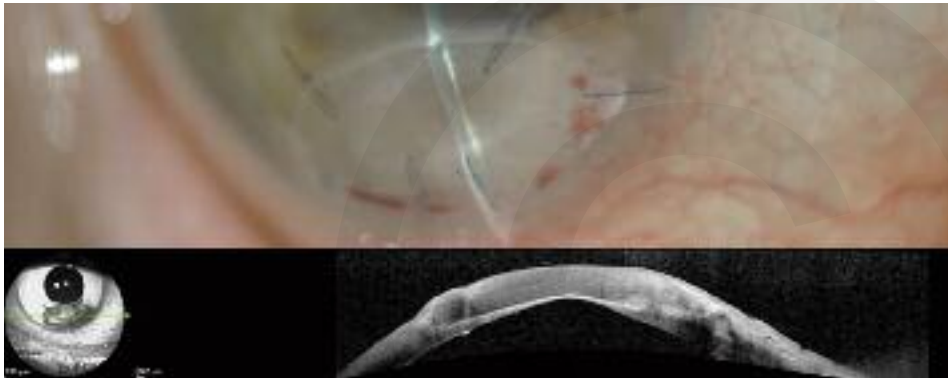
A. Queratitis ulcerativa periférica con perforación inferior en paciente con artritis reumatoide. Injerto corneal lamelar periférico. B. tomografía de coherencia óptica de segmento anterior que muestra el injerto lamelar recubriendo la perforación y el mínimo estroma residual existente.
